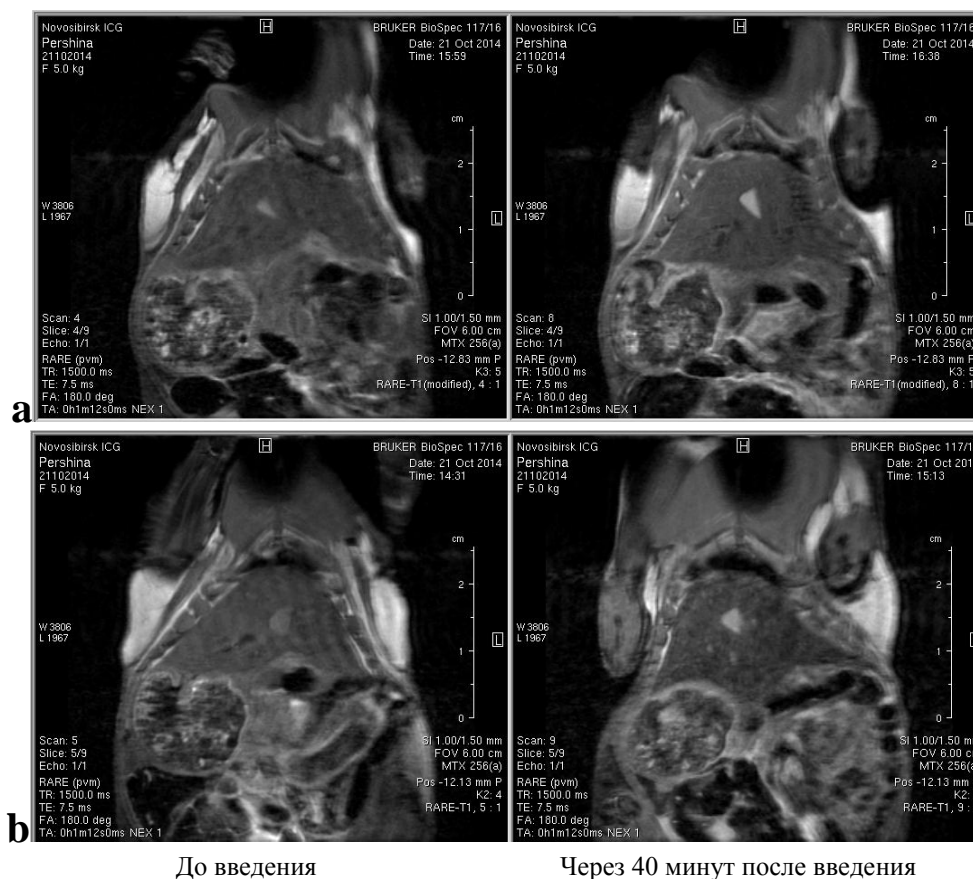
МРТ-изображение печени экспериментальных животных до и через 40 минут после введения наночастиц (а)  $MNP(1)-NH_2$  и (б)  $MNP(2)-NH_2$  в дозе 0,6 мг/кг.
